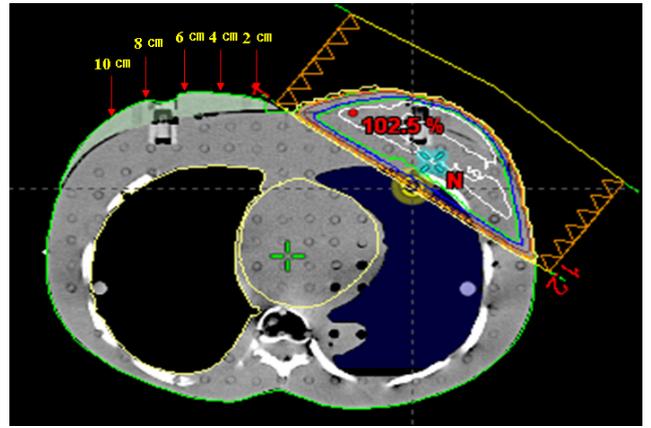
Set-up position on the surface of contralateral breast CT image in Eclipse planning system. The positions were 2, 4, 6, 8, 10 cm apart from the edge of medial tangential beam.
